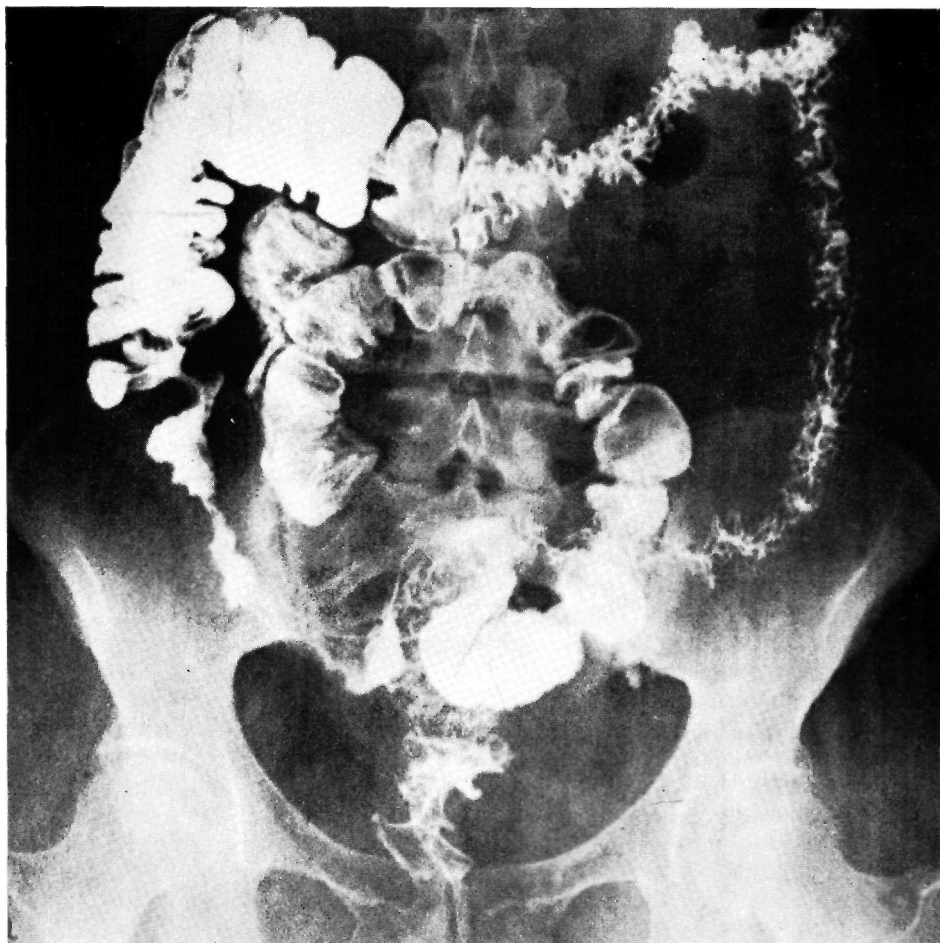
Типичная рентгенологическая картина терминального илеита. Суженный участок дистального отдела подвздошной кишки имеет неправильные контуры (тяж Kantor)
